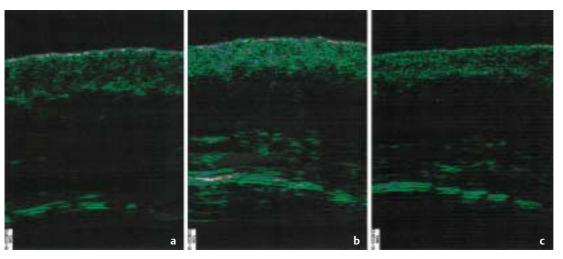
20 MHz-Sonographie (B-Mode) klinisch unveränderter Haut der kontralateralen Seite (a) und des befallenen Areals vor Therapiebeginn (b) sowie 6 Monate nach 30 × 30 J/cm<sup>2</sup> UV-A1 und nach zweimal täglicher Behandlung mit Calcipotriol-Creme (c). Die Ultraschall-Dichte im Herd hat von 46 auf 29 relative Einheiten abgenommen. Die Dichte der unbefallenen Haut betrug vor Therapie 14 Einheiten (nach UV-A1-Therapie: unverändert). Eine Veränderung der Dicke der anatomischen Strukturen (Epidemis + Dermis bzw. Subkutis) fand sich in beiden Arealen unter der Therapie nicht.
